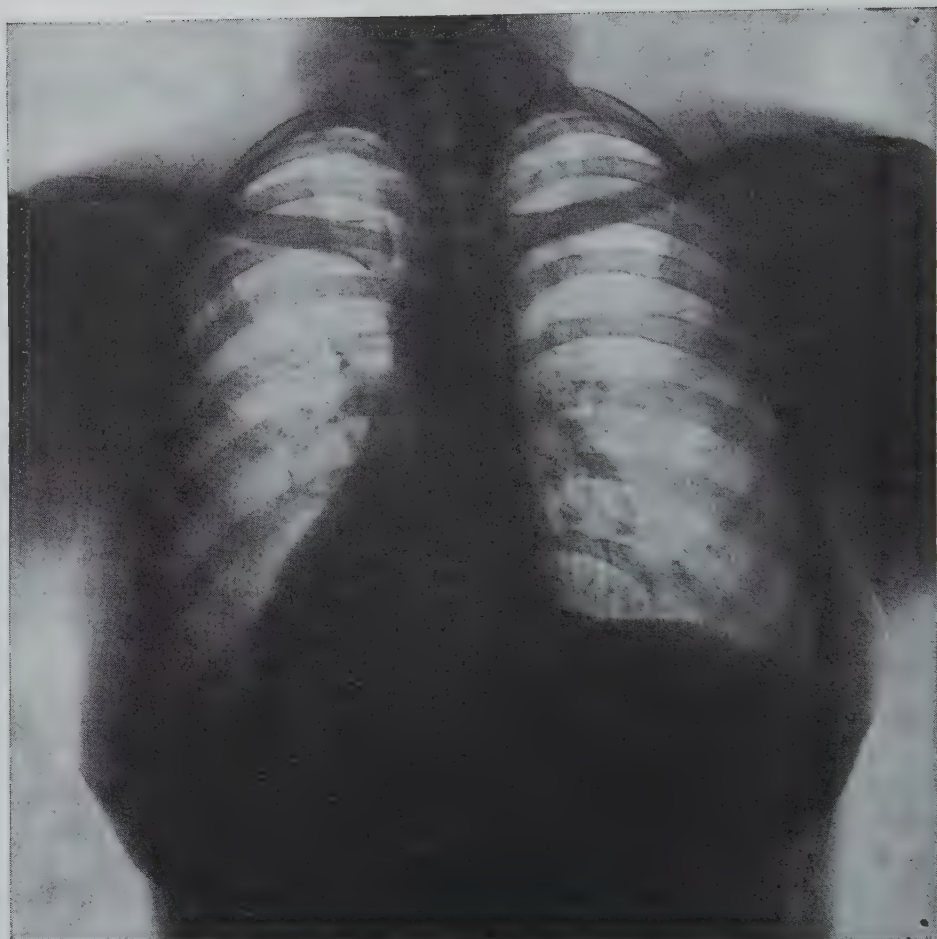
Рентгеновский снимок грудной клетки. Напряжение 120 kV. Тонкая решетка (Feinraster)
